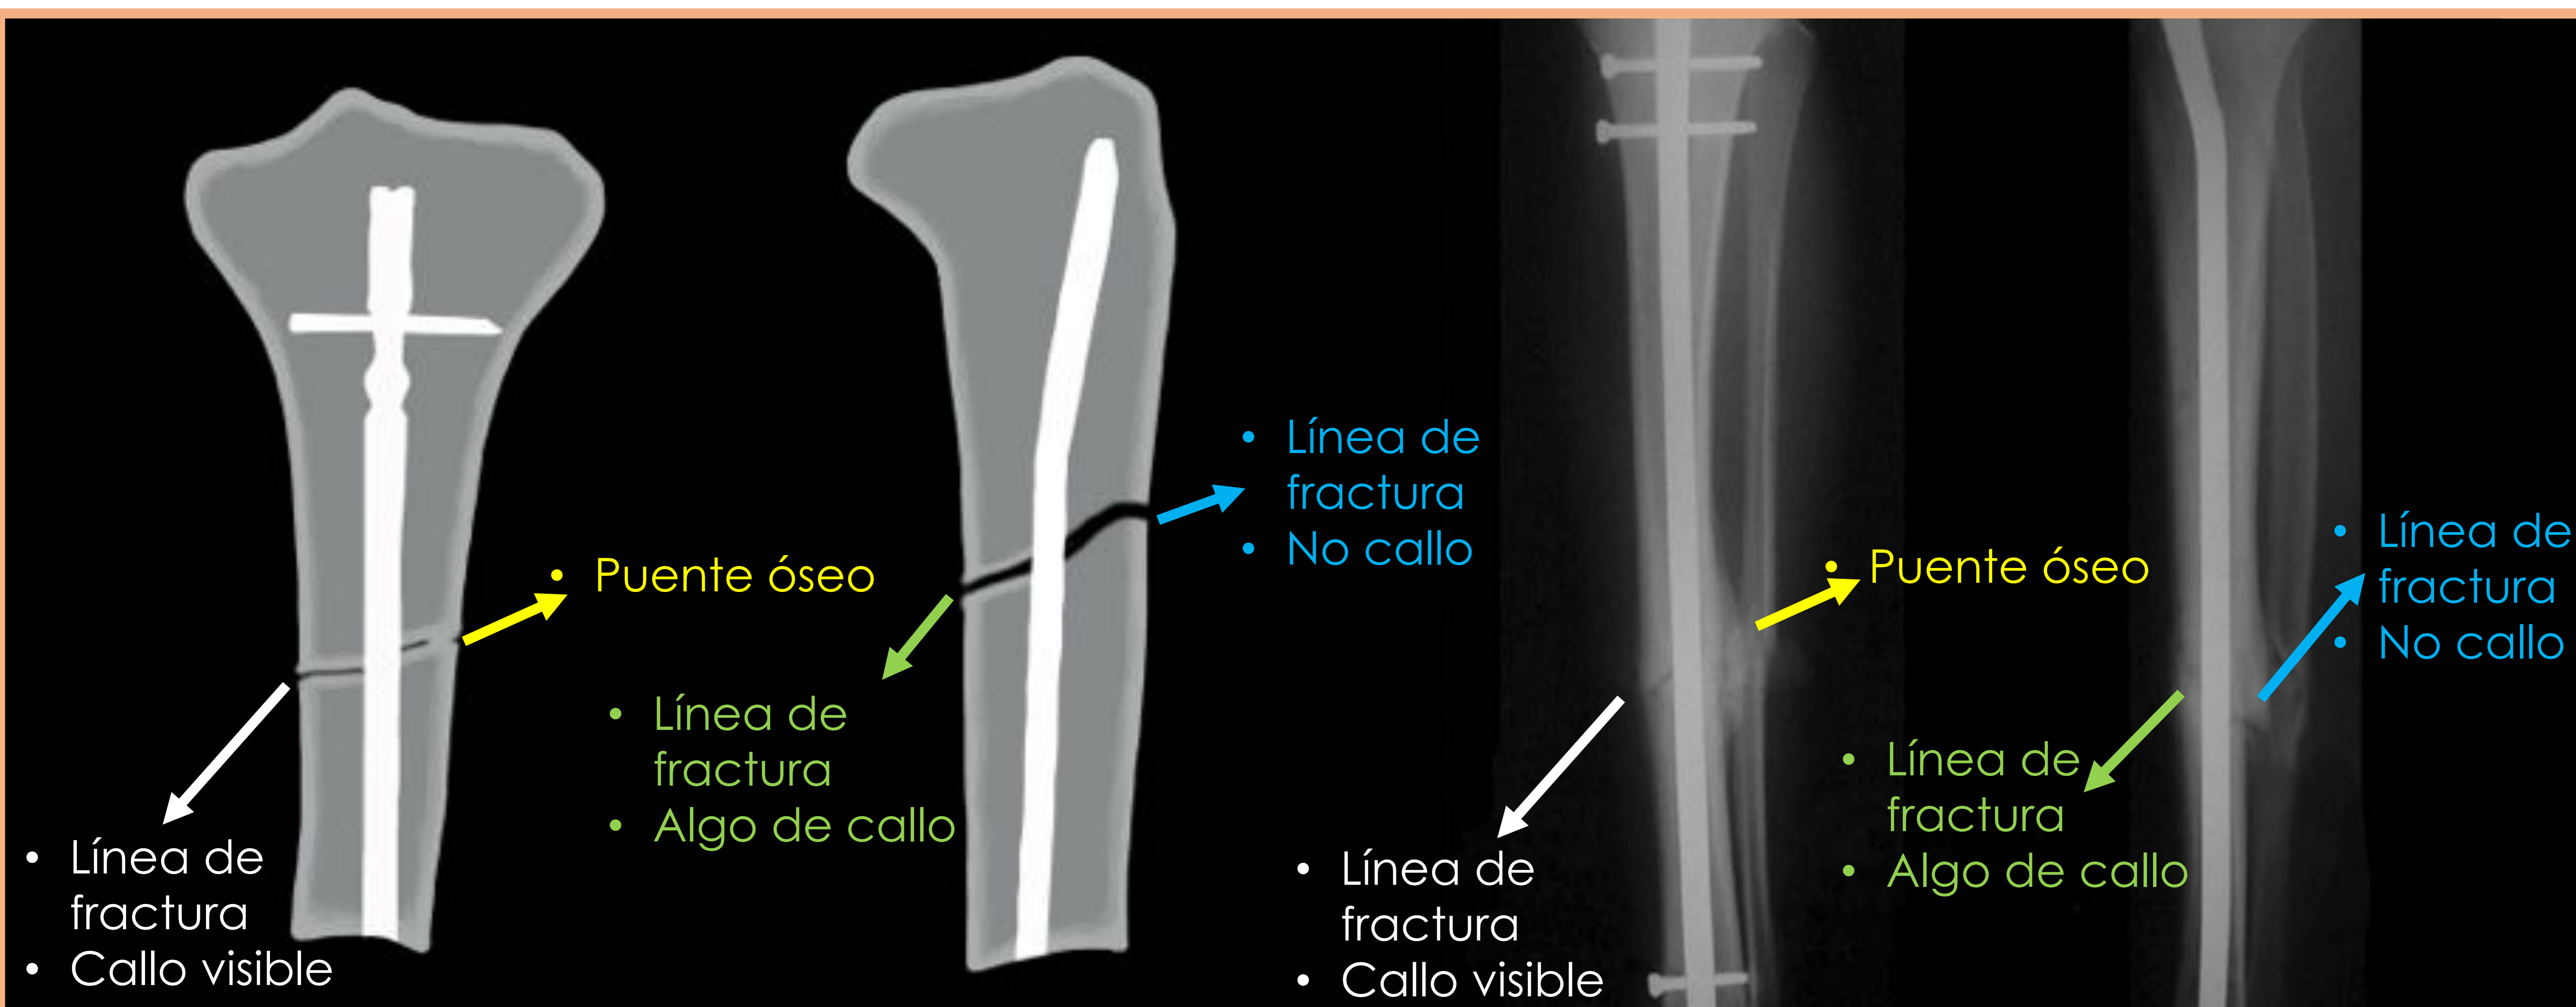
Hallazgos en radiografía simple.
